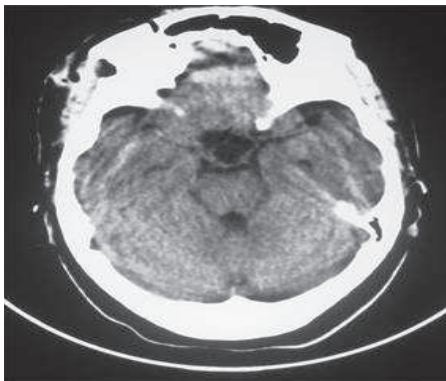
TDM post-opératoire : montrant l'emplacement du volet et l'exérèse totale de la lésion.
